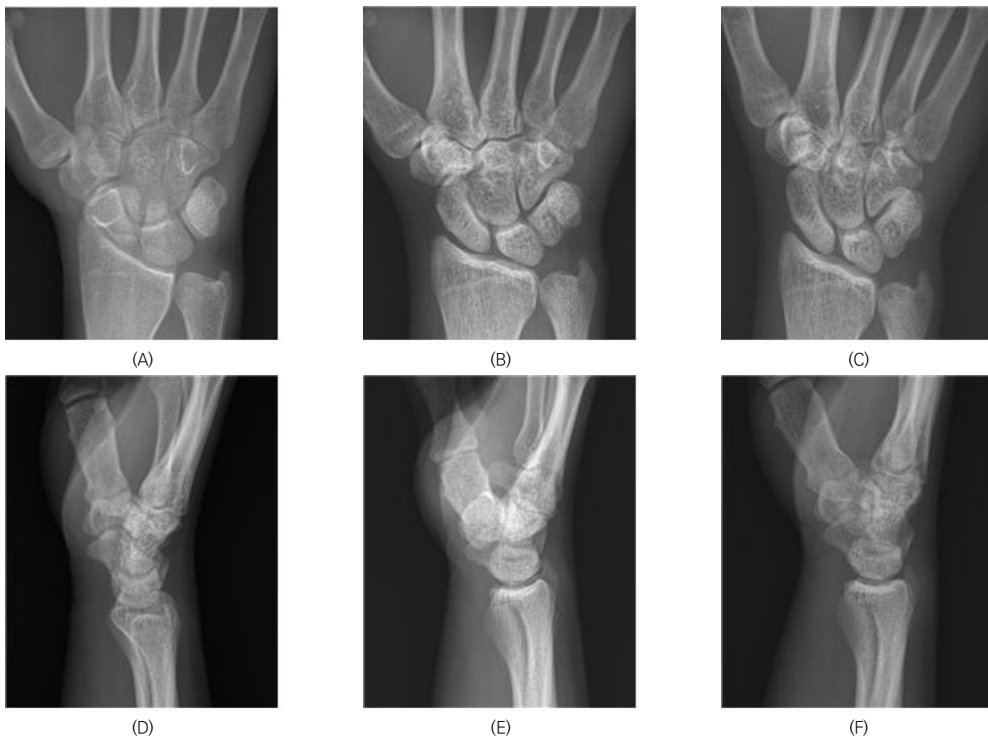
The x-ray images show image is acquired in vertical(A, D) and elbow directions(B, E) in wrist PA and lateral positions. Also is acquired in vertical all when using Styrofoam wedges(C, F).
